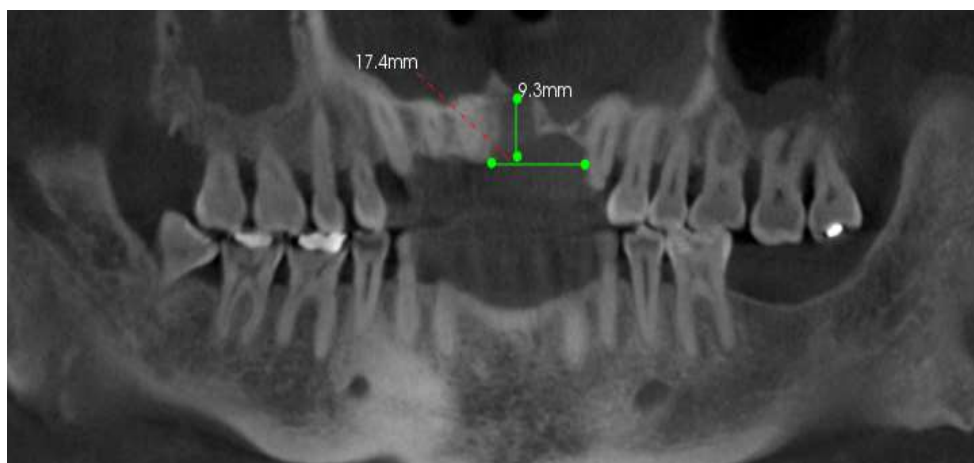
Tomografía Computarizada. (Autoría propia)
